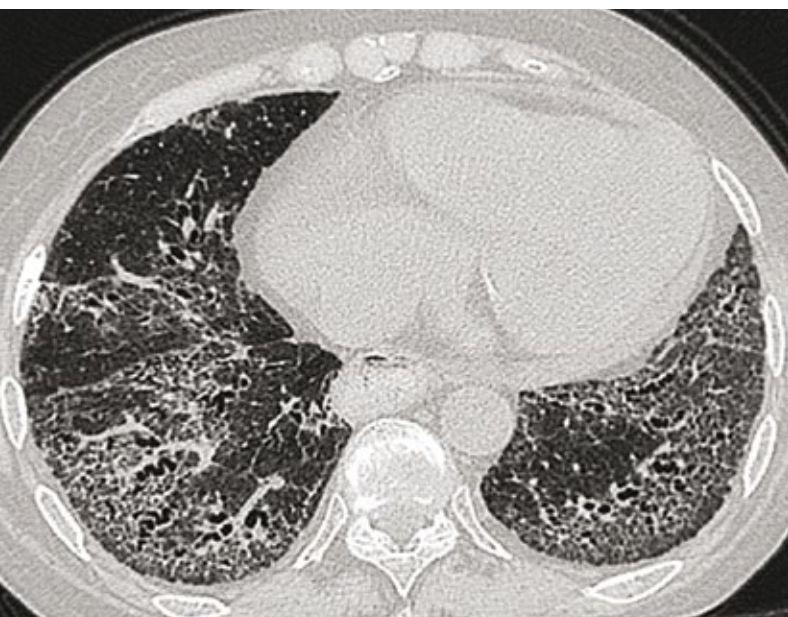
TAC compatible con un patrón de neumonía intersticial no específica (NINE).
